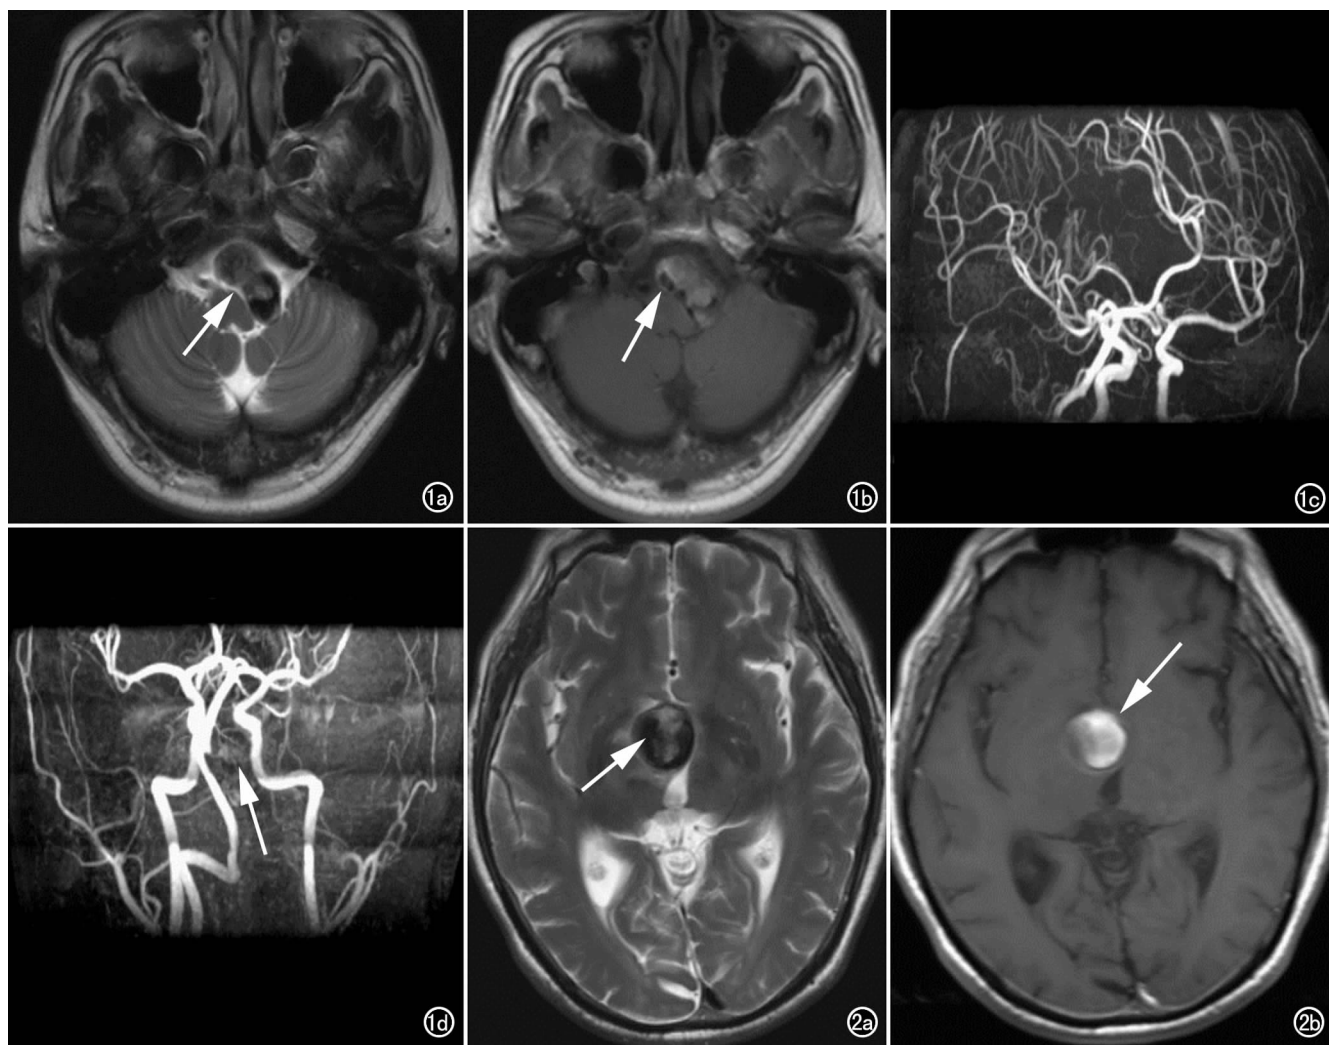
基底动静脉动脉瘤。a) T_2 WI 示延髓左前方不规则异常信号,大部分为等、稍高信号(箭),边缘可见少量流空。局部脑干受压; b) T_1 WI 示不均匀异常信号,大部分为等、高信号,仅见边缘少量流空信号(箭),流空信号范围明显较 T_2 WI 小,大部分为等高信号(血栓); c) 3D TOF 法 MRA 未见明显异常; d) 增强 MRA 显示基底动脉小尖状突起(箭),并与一小囊状瘤体相连,瘤体明显小于 MRI。图 2 右颈内动脉动脉瘤。a) T_2 WI 示鞍上一类圆形异常信号,直径 2.7cm,大部分为流空的低信号,中央不均匀等稍高信号(涡流)(箭)。周围脑组织轻度水肿; b) T_1 WI 示明显高信号(箭),仅边缘少量低信号。手术证实无血栓形成,高信号是血流缓慢所致。
